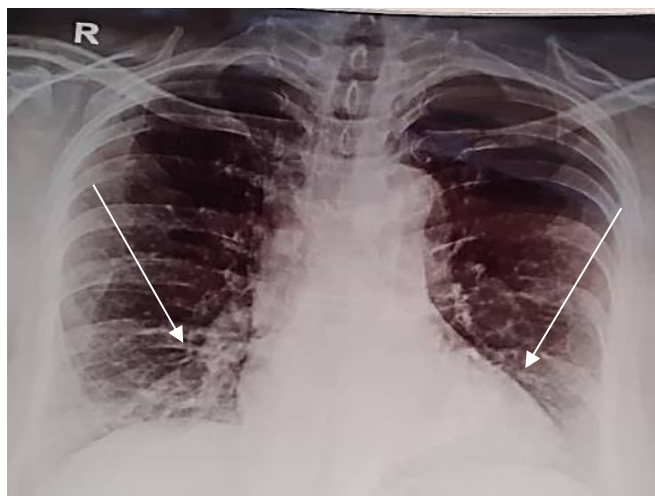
Рентгенография органов грудной клетки пациентки К., 61 лет. Хорошо видна деформация легочного рисунка, больше справа. Мелкосетчатые изменения легочной ткани
